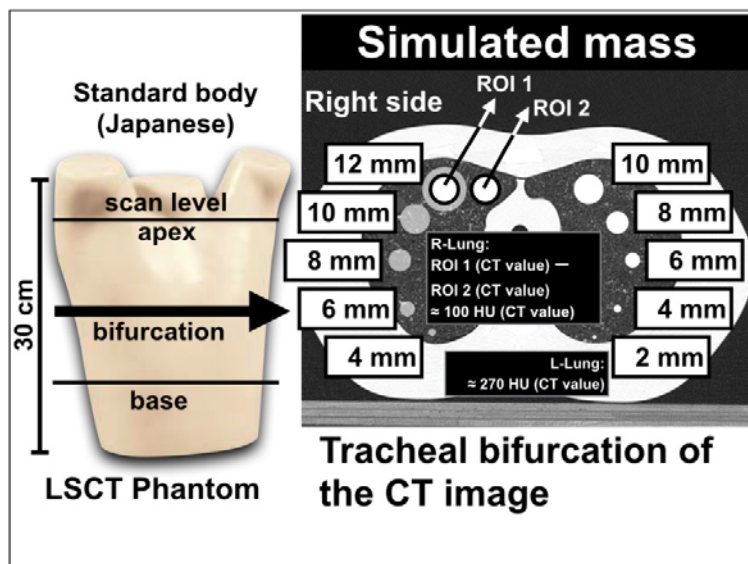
肺がん CT 検診画質評価用ファントム（株式会社京都科学）
